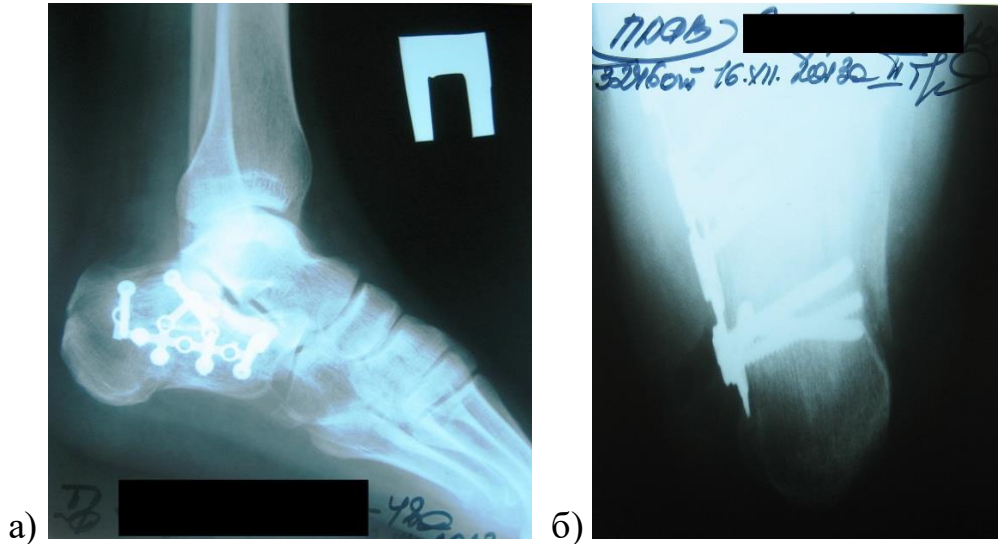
Контрольная рентгенограмма правой пяточной кости пострадавшего Ж. на 7-е сутки после ORIF: а) боковая проекция; б) аксиальная проекция. Конгруэнтность суставных поверхностей в подтаранном суставе восстановлена
